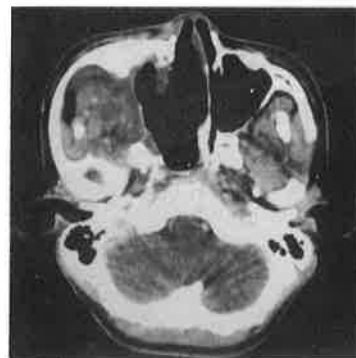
Postoperative PNS CT scan shows tumorous masses on nasal cavity, nasopharynx, pterygopalatine fossa, infratemporal fossa be removed effectively.
